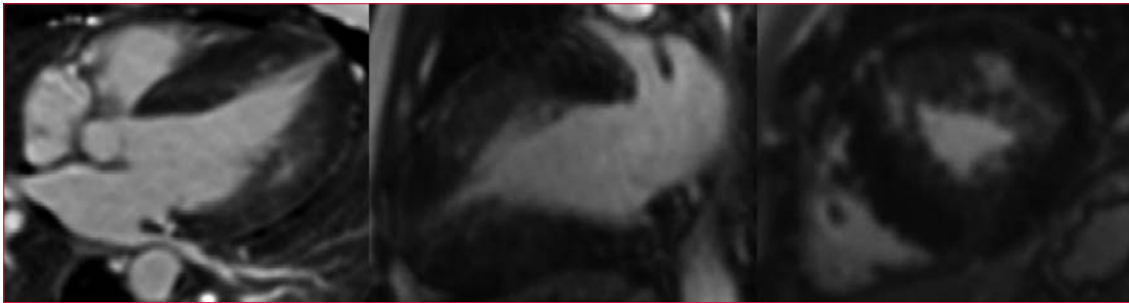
Resonancia magnética cardíaca en secuencia de realce tardío de gadolinio.
